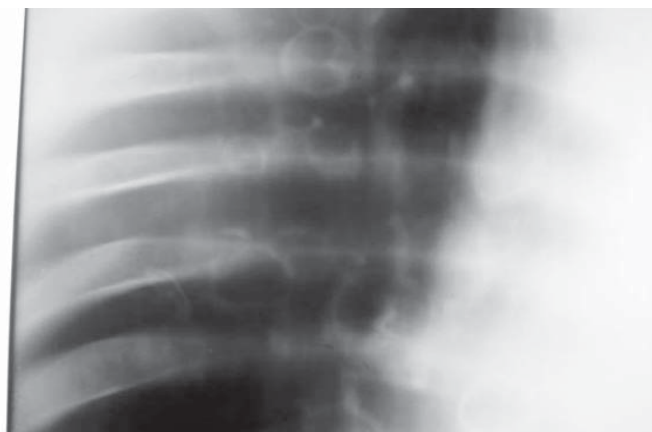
Томограмма больного С.
